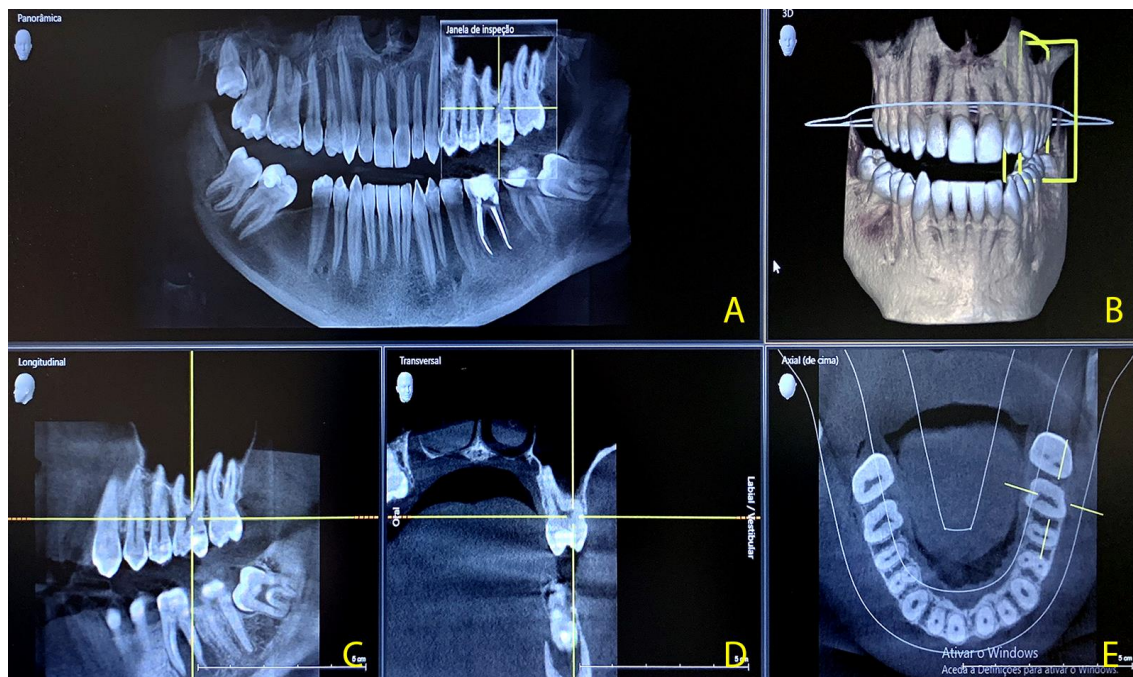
Planos que compõe a análise do CBCT: plano panorâmico (A), tridimensional (B), sagital (C), coronal (D) e axial (E)
